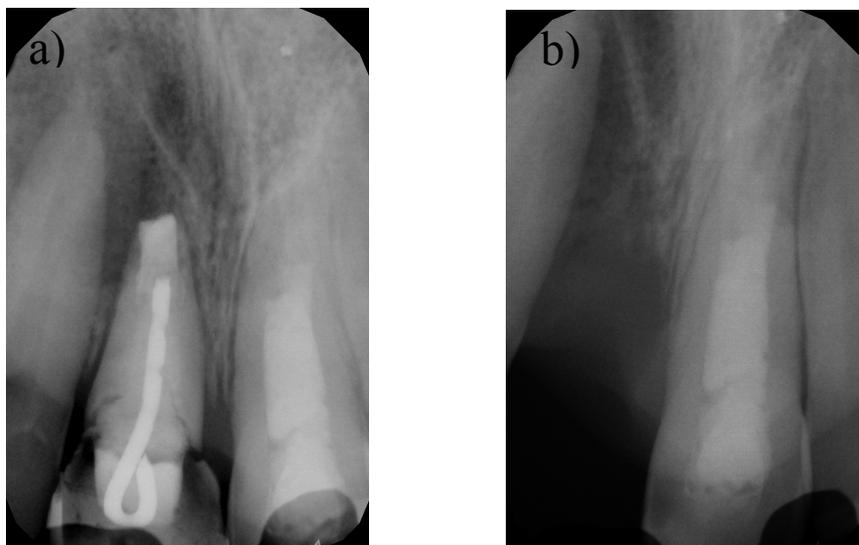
a) Radiografia periapical do dente 11, em 2018, com observação de lesão periapical e linhas de fratura no terço cervical da raiz. b) Radiografia periapical de controlo aos 5 anos do dente 21, em 2018 - Caso Clínico 5
